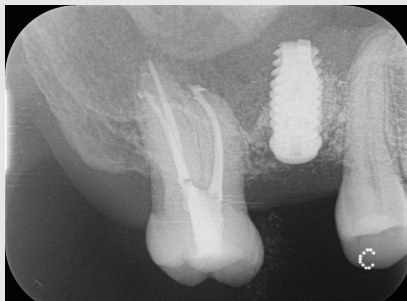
근관충전 후 레진코어로 마무리한 방사선 사진
